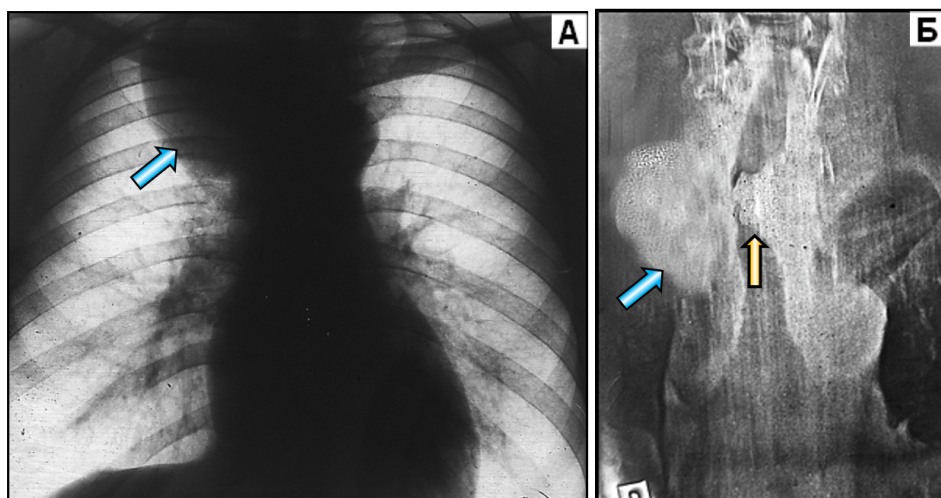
Больной З., 73 года. Внутригрудной зоб. А – рентгенограмма органов грудной клетки в коронарной проекции. Б – МСКТ, реконструкция МПР в коронарной проекции: масса опухоли обозначена синей стрелкой; фрагмент, перекрывающий просвет трахеи, обозначен жёлтой стрелкой.
